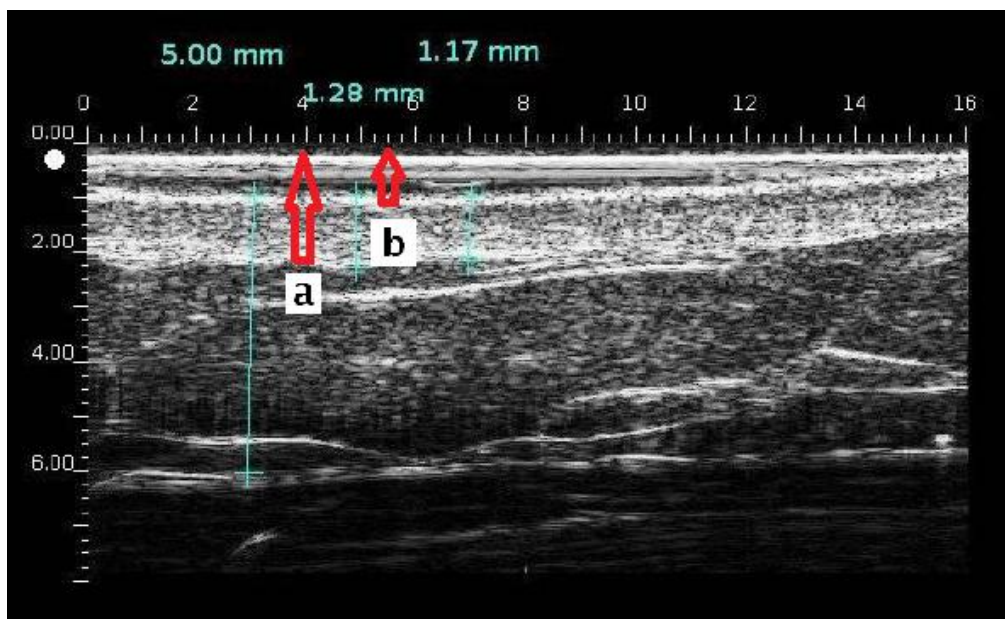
Échographie normale de la peau et du tissu sous cutané [70].
